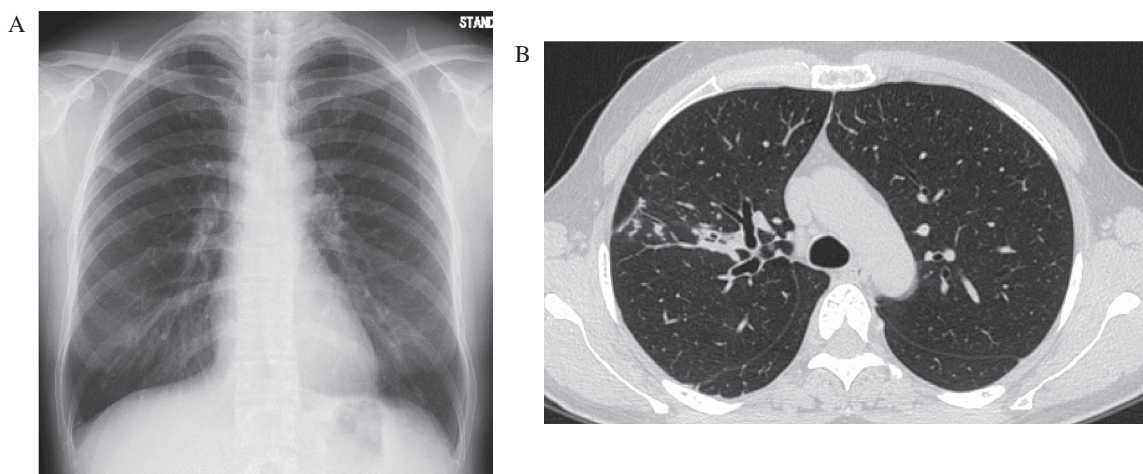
Chest X-ray of Case 1 showed granular shadows in the upper right lung (A). Chest computed tomography (CT) of Case 1 revealed bronchial dilatation, bronchial wall thickening, and peripheral centrilobular granular shadows in the right upper lung lobe (B).
